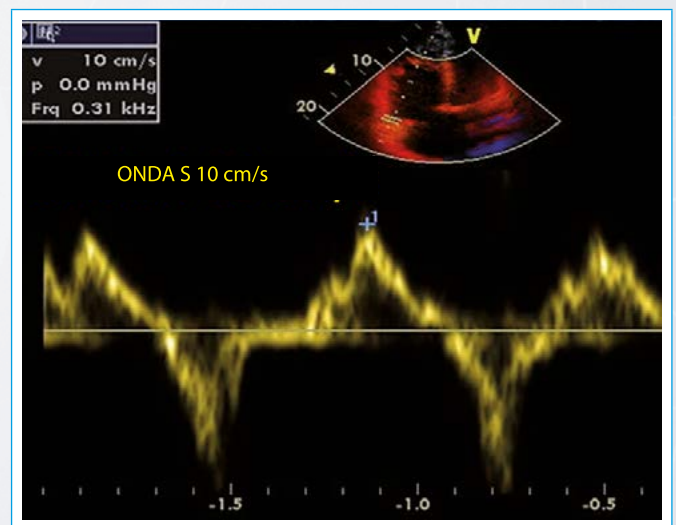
Doppler tisular. Velocidad de la onda S del anillo tricúspide en el segmento lateral
